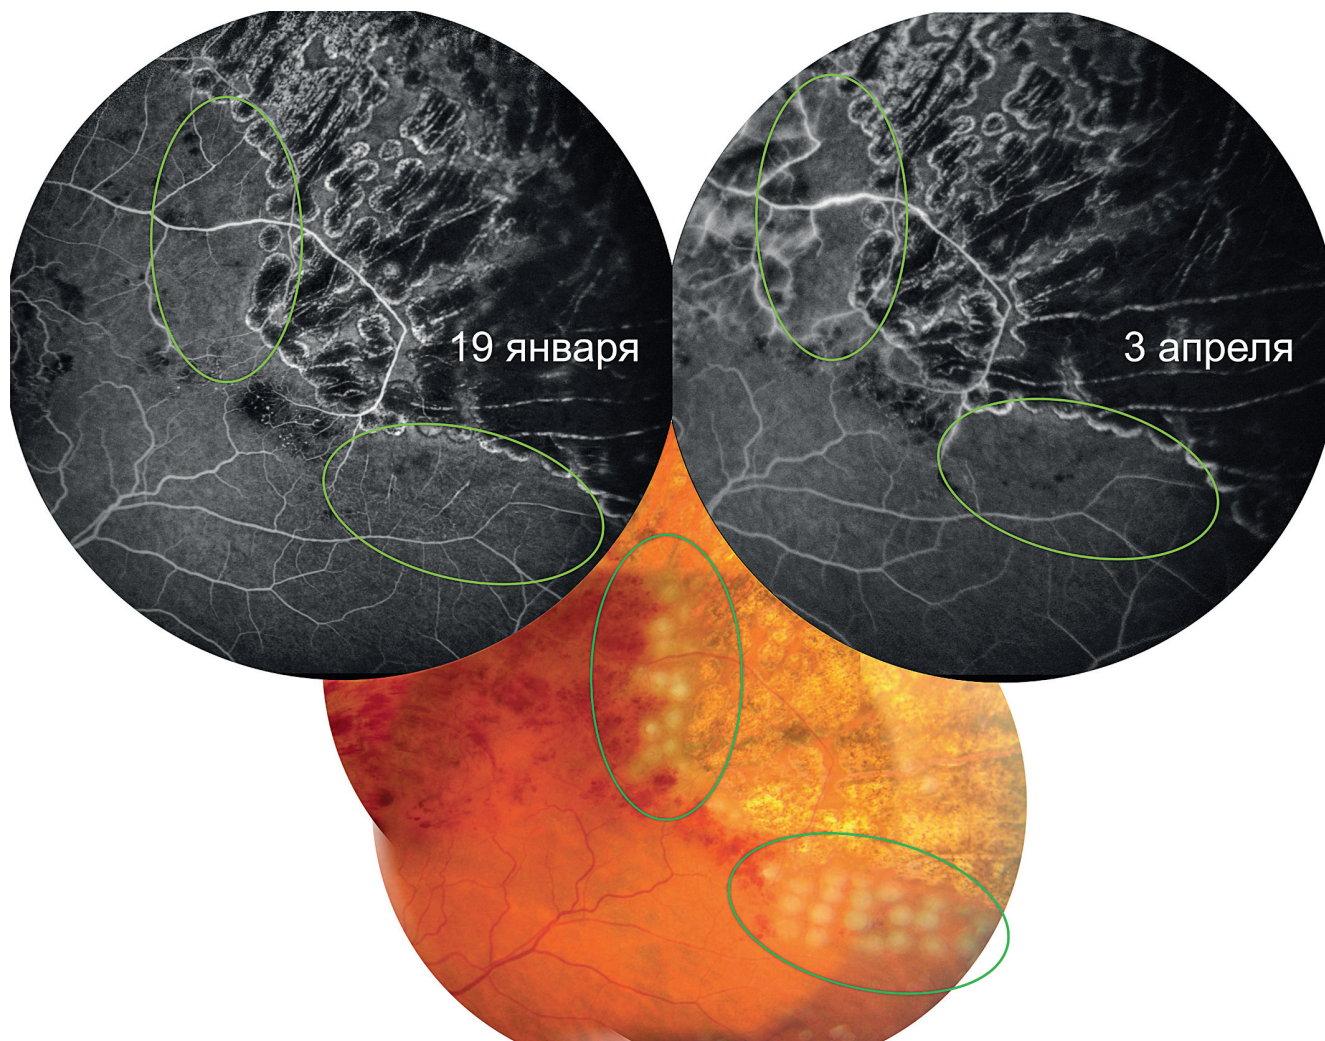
Появление новых зон отсутствия капиллярной перфузии (обведены зеленым на ангиограммах) уже после ЛКС имевшихся первично участков ишемии. На фотографии глазного дна участки вновь возникшей ишемии сразу после ЛКС (обведены зеленым)
